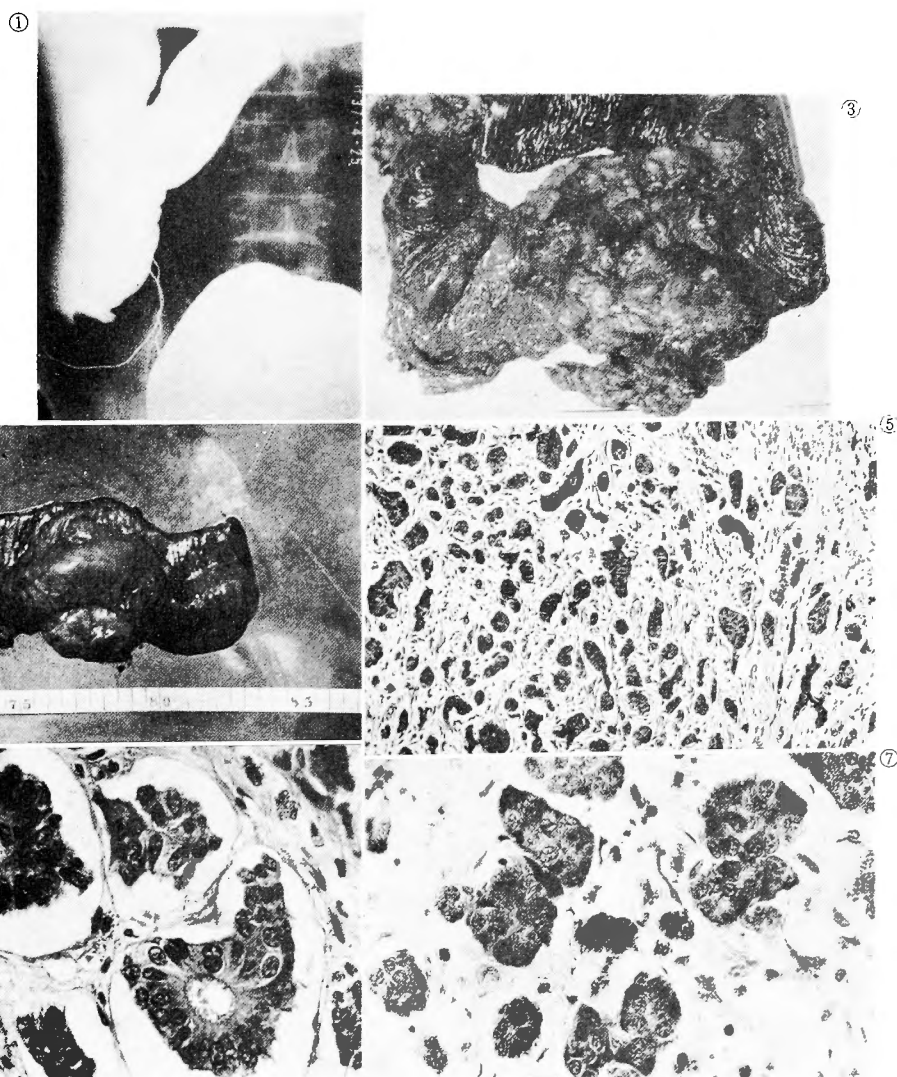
X-ray film of the colon by a barium enema.
